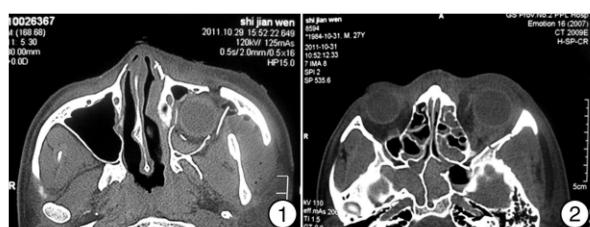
眼眶及鼻窦 CT 示上颌窦内眼球及碎骨片; 图 2 复位后的 CT 示眼球位置
